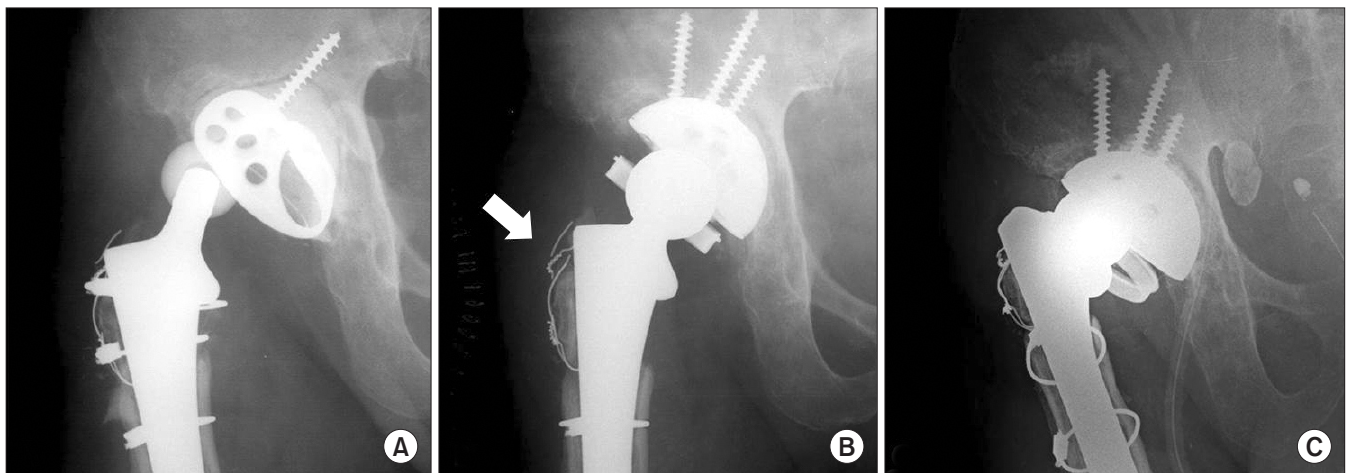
(A) Radiograph of a 68-year-old male shows dislocation of the right hip. He underwent two operations on the same hip and 10 times of dislocation after previous surgery. (B) During revision surgery a constrained liner was used due to abductor insufficiency (white arrow). (C) Radiograph obtained postoperative 3 years shows re-dislocation of the right hip.
